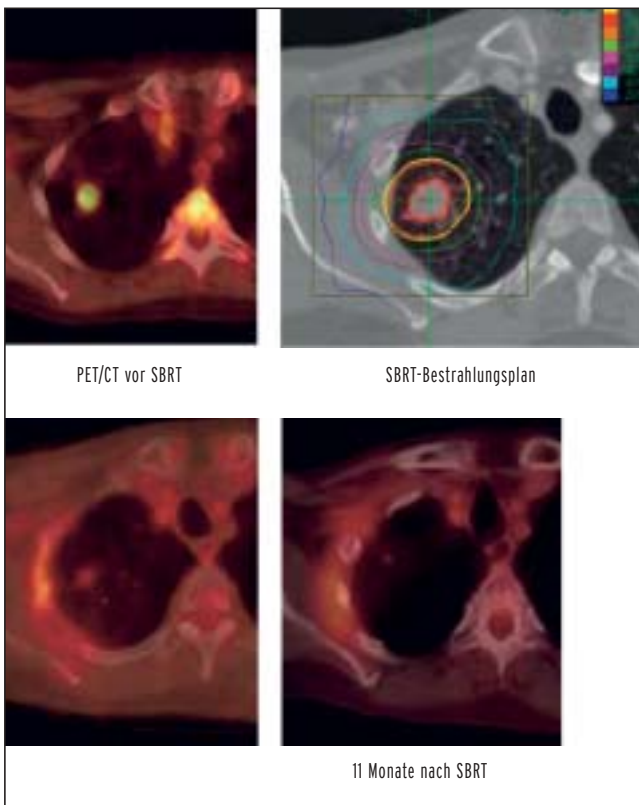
SBRT bei NSCLC-Stadium IA mit Remission im Verlaufs-PET/CT
